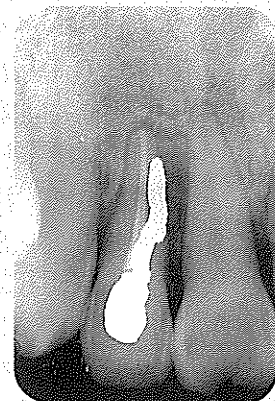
8년후 Check up시 X-ray 사진
